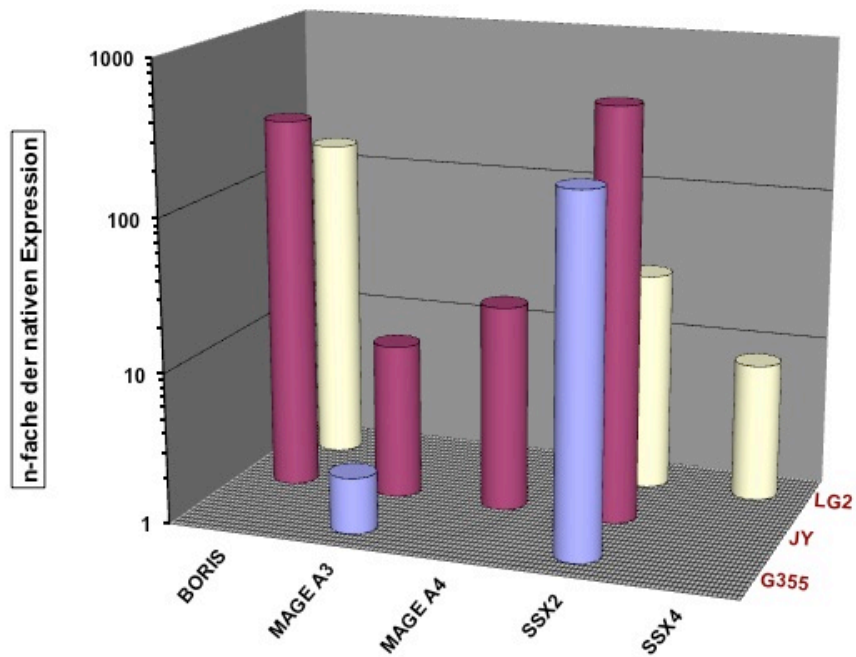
CTA-Expression der LCLs nach der Behandlung mit Aza + TSA.
